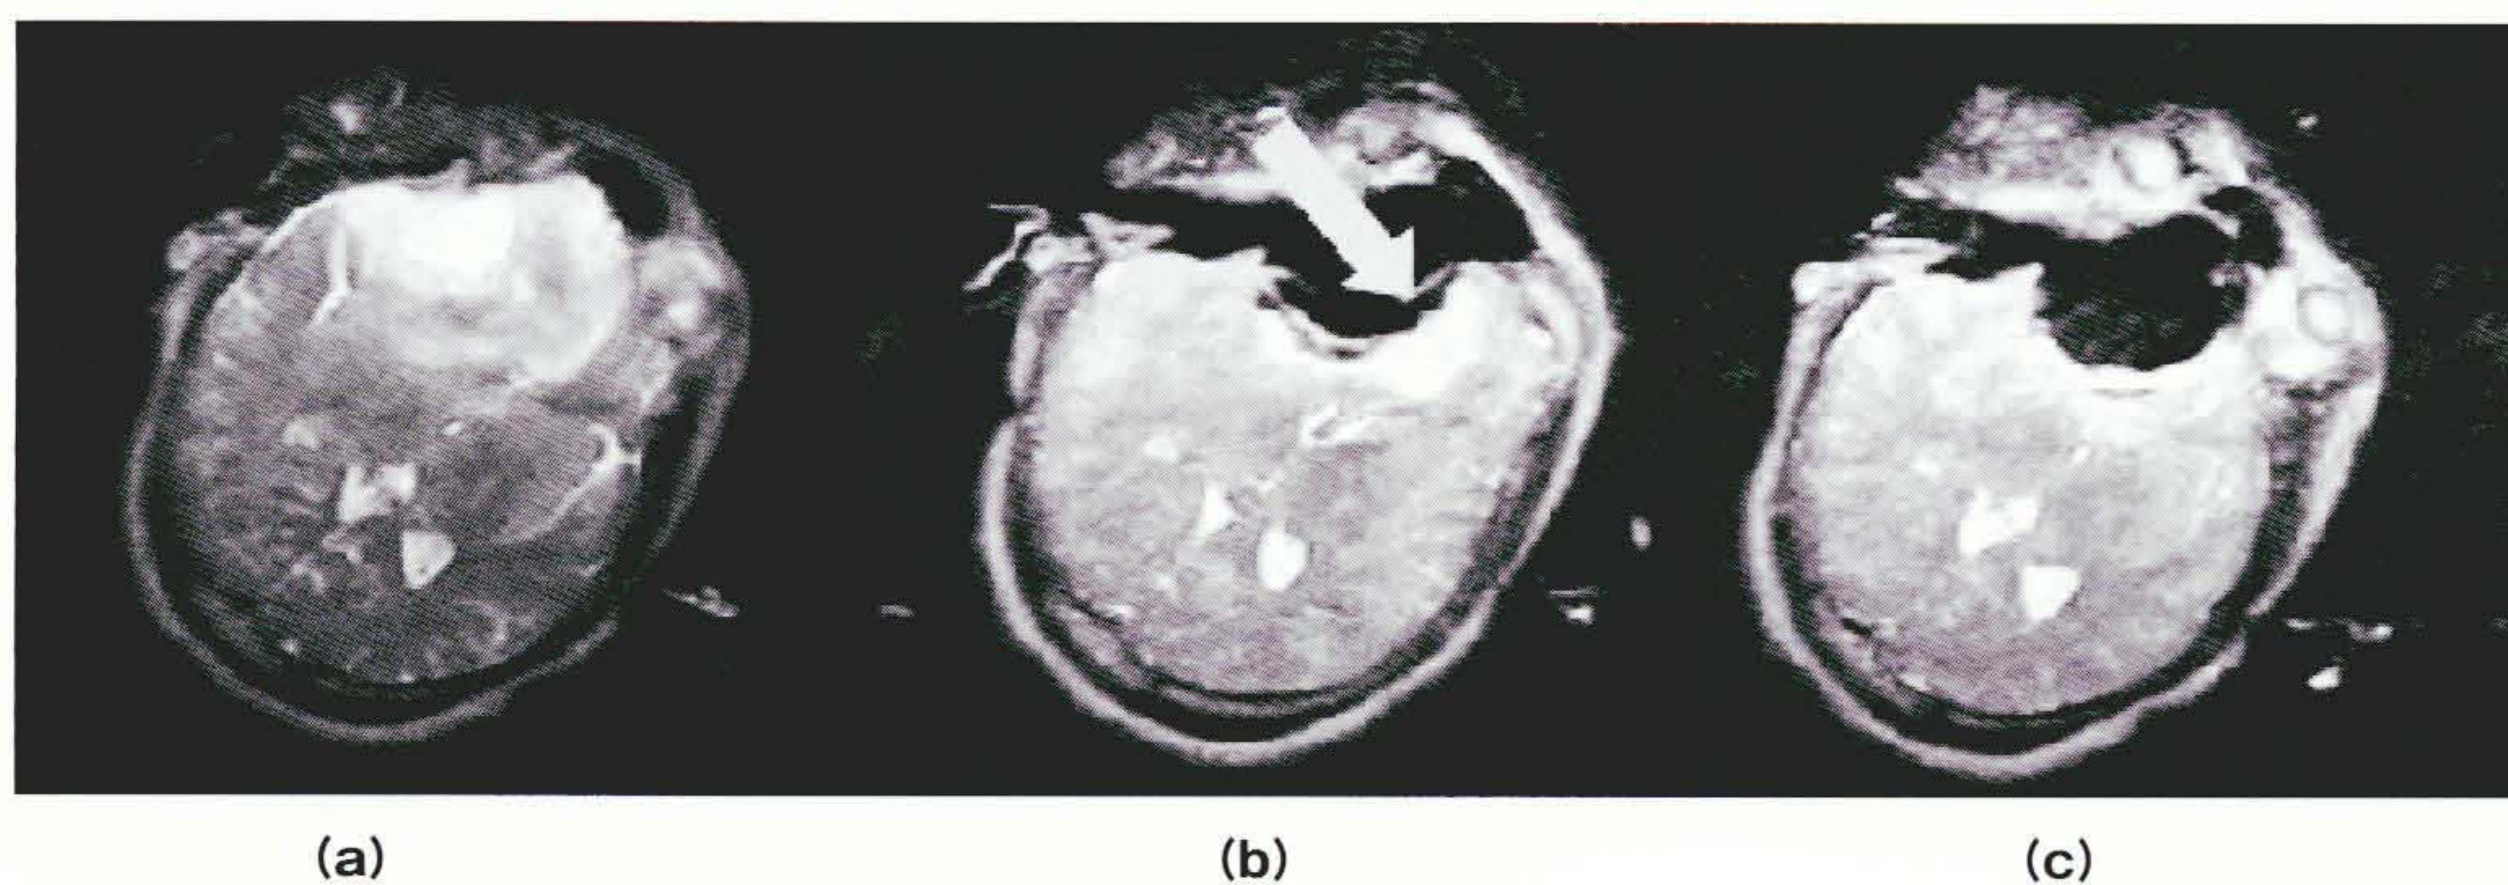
intelliOpeで撮像されたMRI画像(写真提供:東京女子医科大学)
